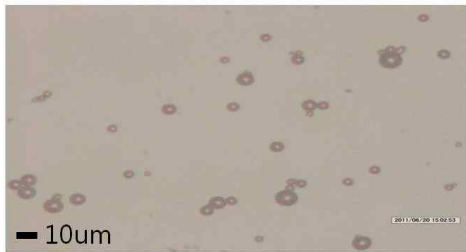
광학현미경을 통한 초음파 조영제의 크기 및 밀도 (Day 7)
